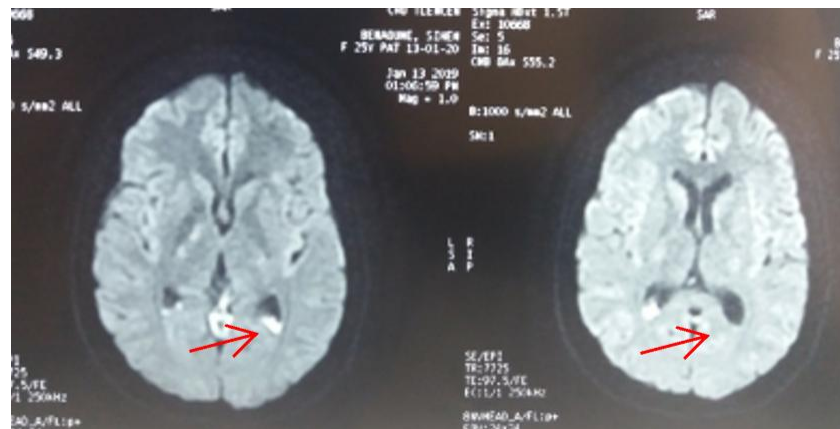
Ventriculite sur IRM cérébrale.
